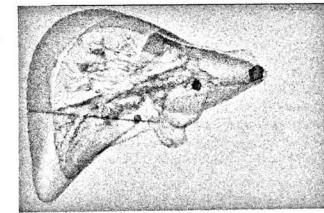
Планирование РЧА метастазов в печени по КТ
